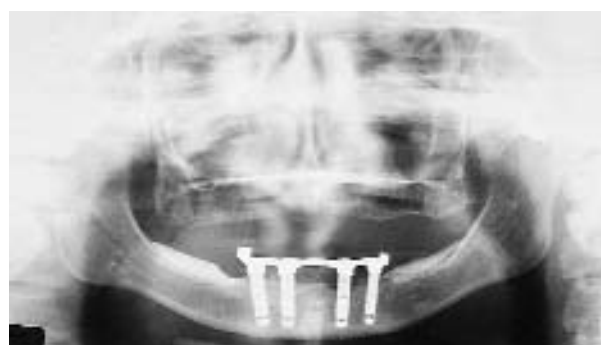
B, La radiografía panorámica preoperatoria revela que hay hueso suficiente sin necesidad de conservar la aumentación de HA. Se hace una incisión crestal, se retira la aumentación de HA con gubia y se colocan los implantes.
